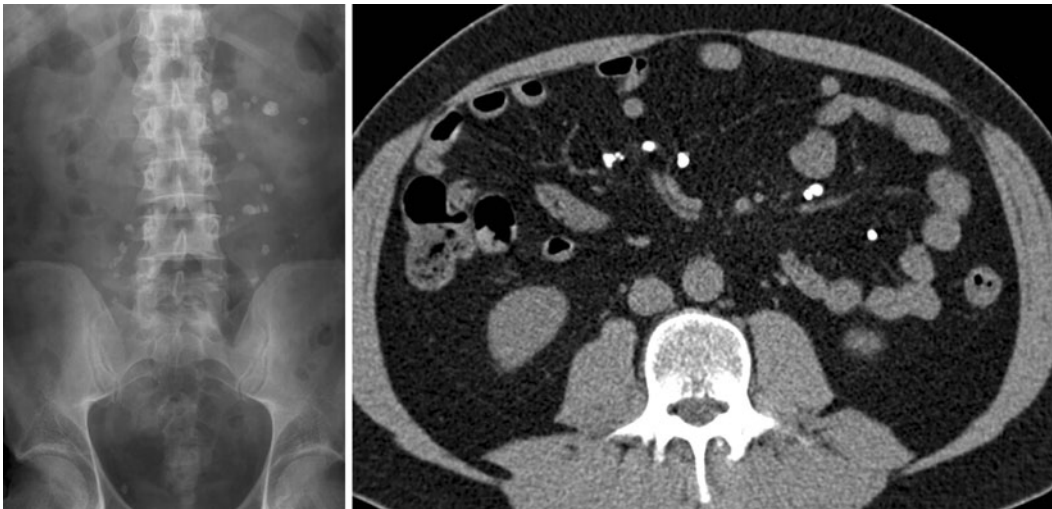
◀ Geringe Aussagekraft der „kidney-ureter-bladder“ (KUB), multiple Verkalkungen, die den Nieren oder dem Harntrakt nicht sicher zuzuordnen sind. In der CT lagen alle Konkreme extrarenal
